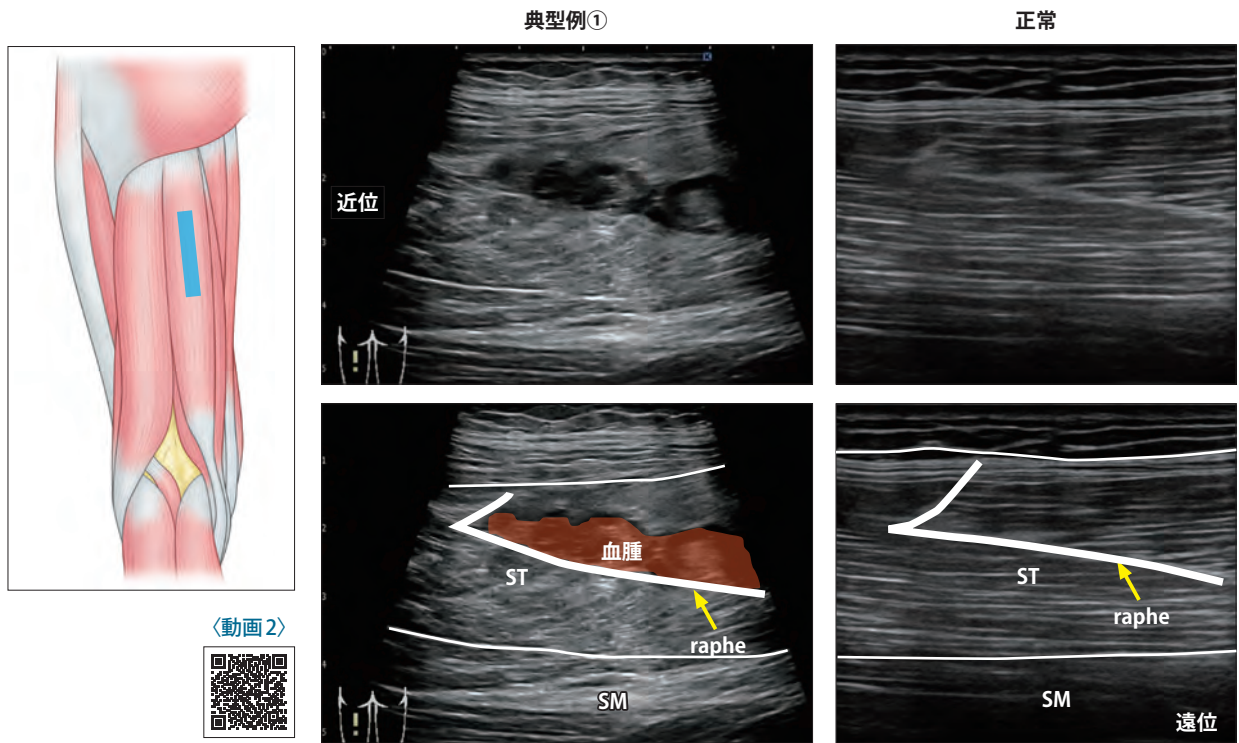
ST遠位筋腱移行部損傷超音波像(長軸像, 典型例①) (動画2)
